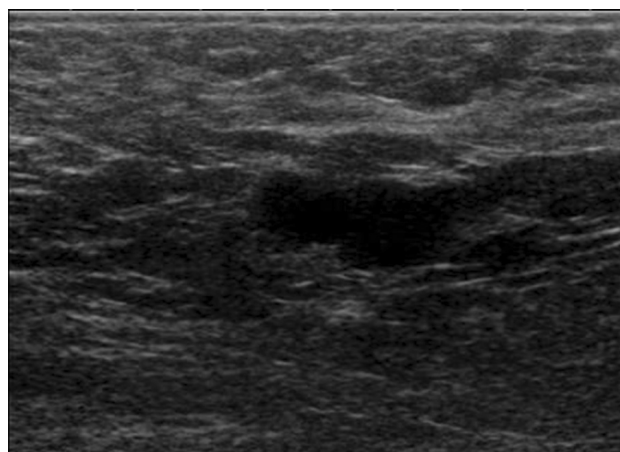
Sonographically metastatic axillary lymph node image in a 40-year-old woman with breast cancer. Areas of focal cortical thickening and loss of fatty hilum are highly suspicious for metastatic involvement.
